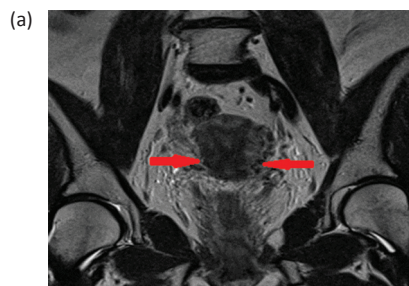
(а) МРТ-изображение, корональный срез. Стрелками показана остаточная опухоль больной РШМ IIb стадии после курса ДЛТ на фоне еженедельного введения химиопрепарата. (б) Заполнение карты «Клинический контуринг», согласно данным бимануального исследования и МРТ-изображениям
